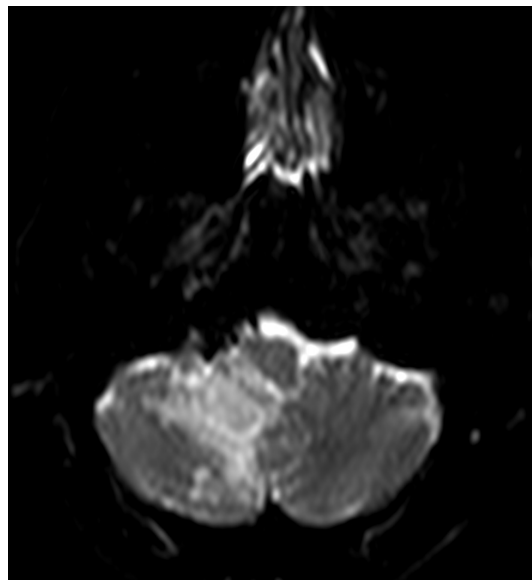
Resonancia magnética, secuencia Difusión, lesión hiperintensa heterogénea cerebelar derecha.
